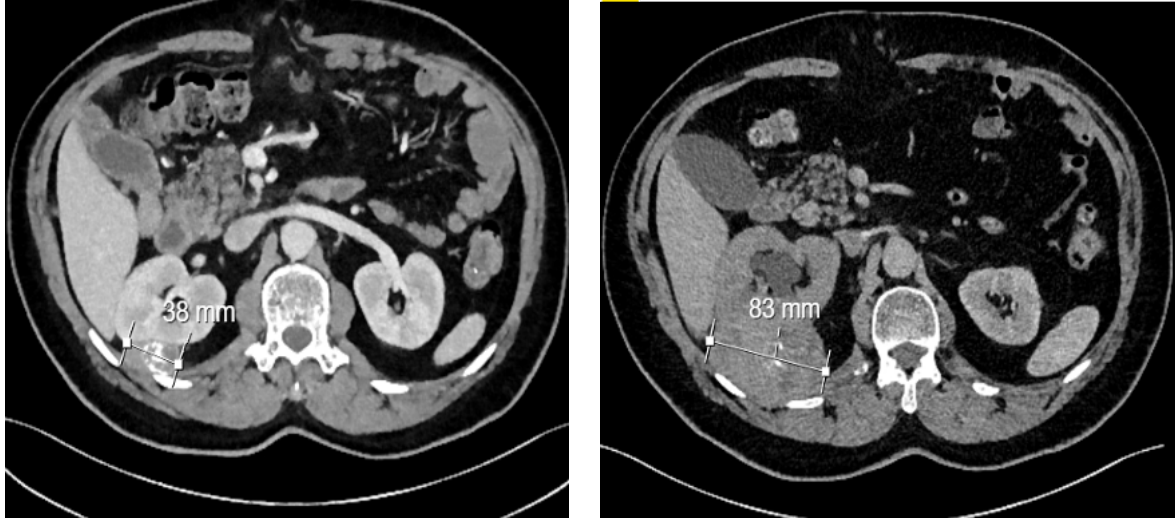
Preoperatif batın tomografi görüntülemesi
